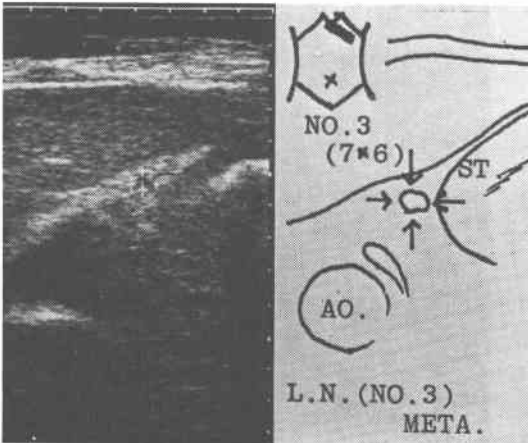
術前の超音波像(症例(5))さらに7×6 mmの小弯リンパ節(No.3)が描出された。
